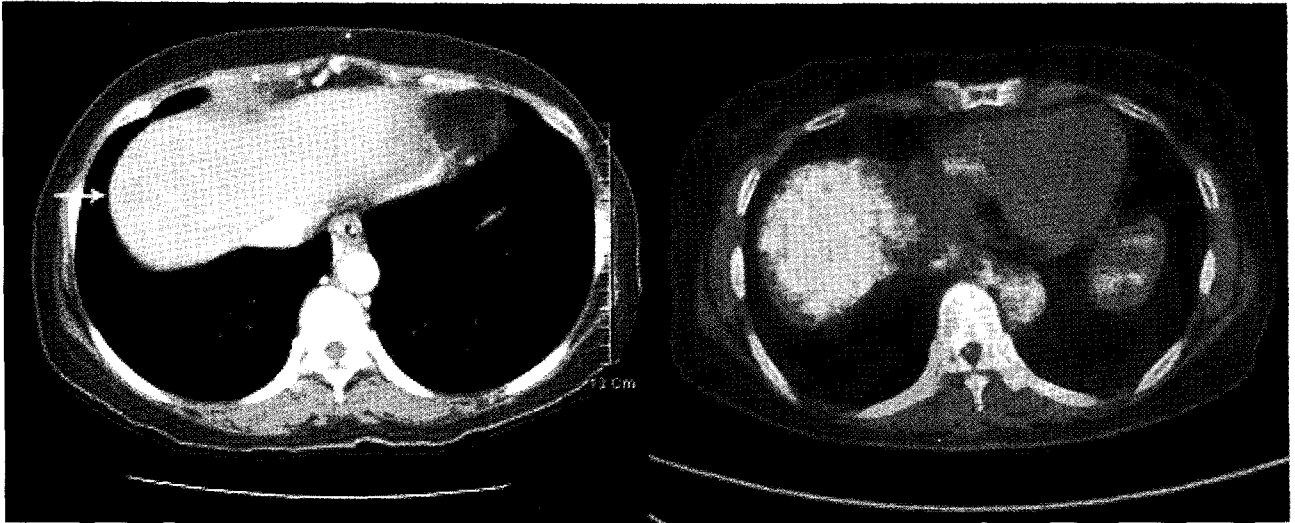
A 52 year-old man with a history of sigmoid colon cancer (adenocarcinoma) underwent F-18 FDG PET/CT 1 year after laparoscopic anterior resection. Serum CEA and CA 19-9 levels were 2.3 and 12.5ng/ml. Abdominal CT showed low density lesions in liver segment 8 (white arrow) suggesting metastasis. F-18 FDG PET/CT showed no abnormally increased FDG uptake. Abdominal CT follow-up after 6 months showed no significant interval change after more than 6 months.
